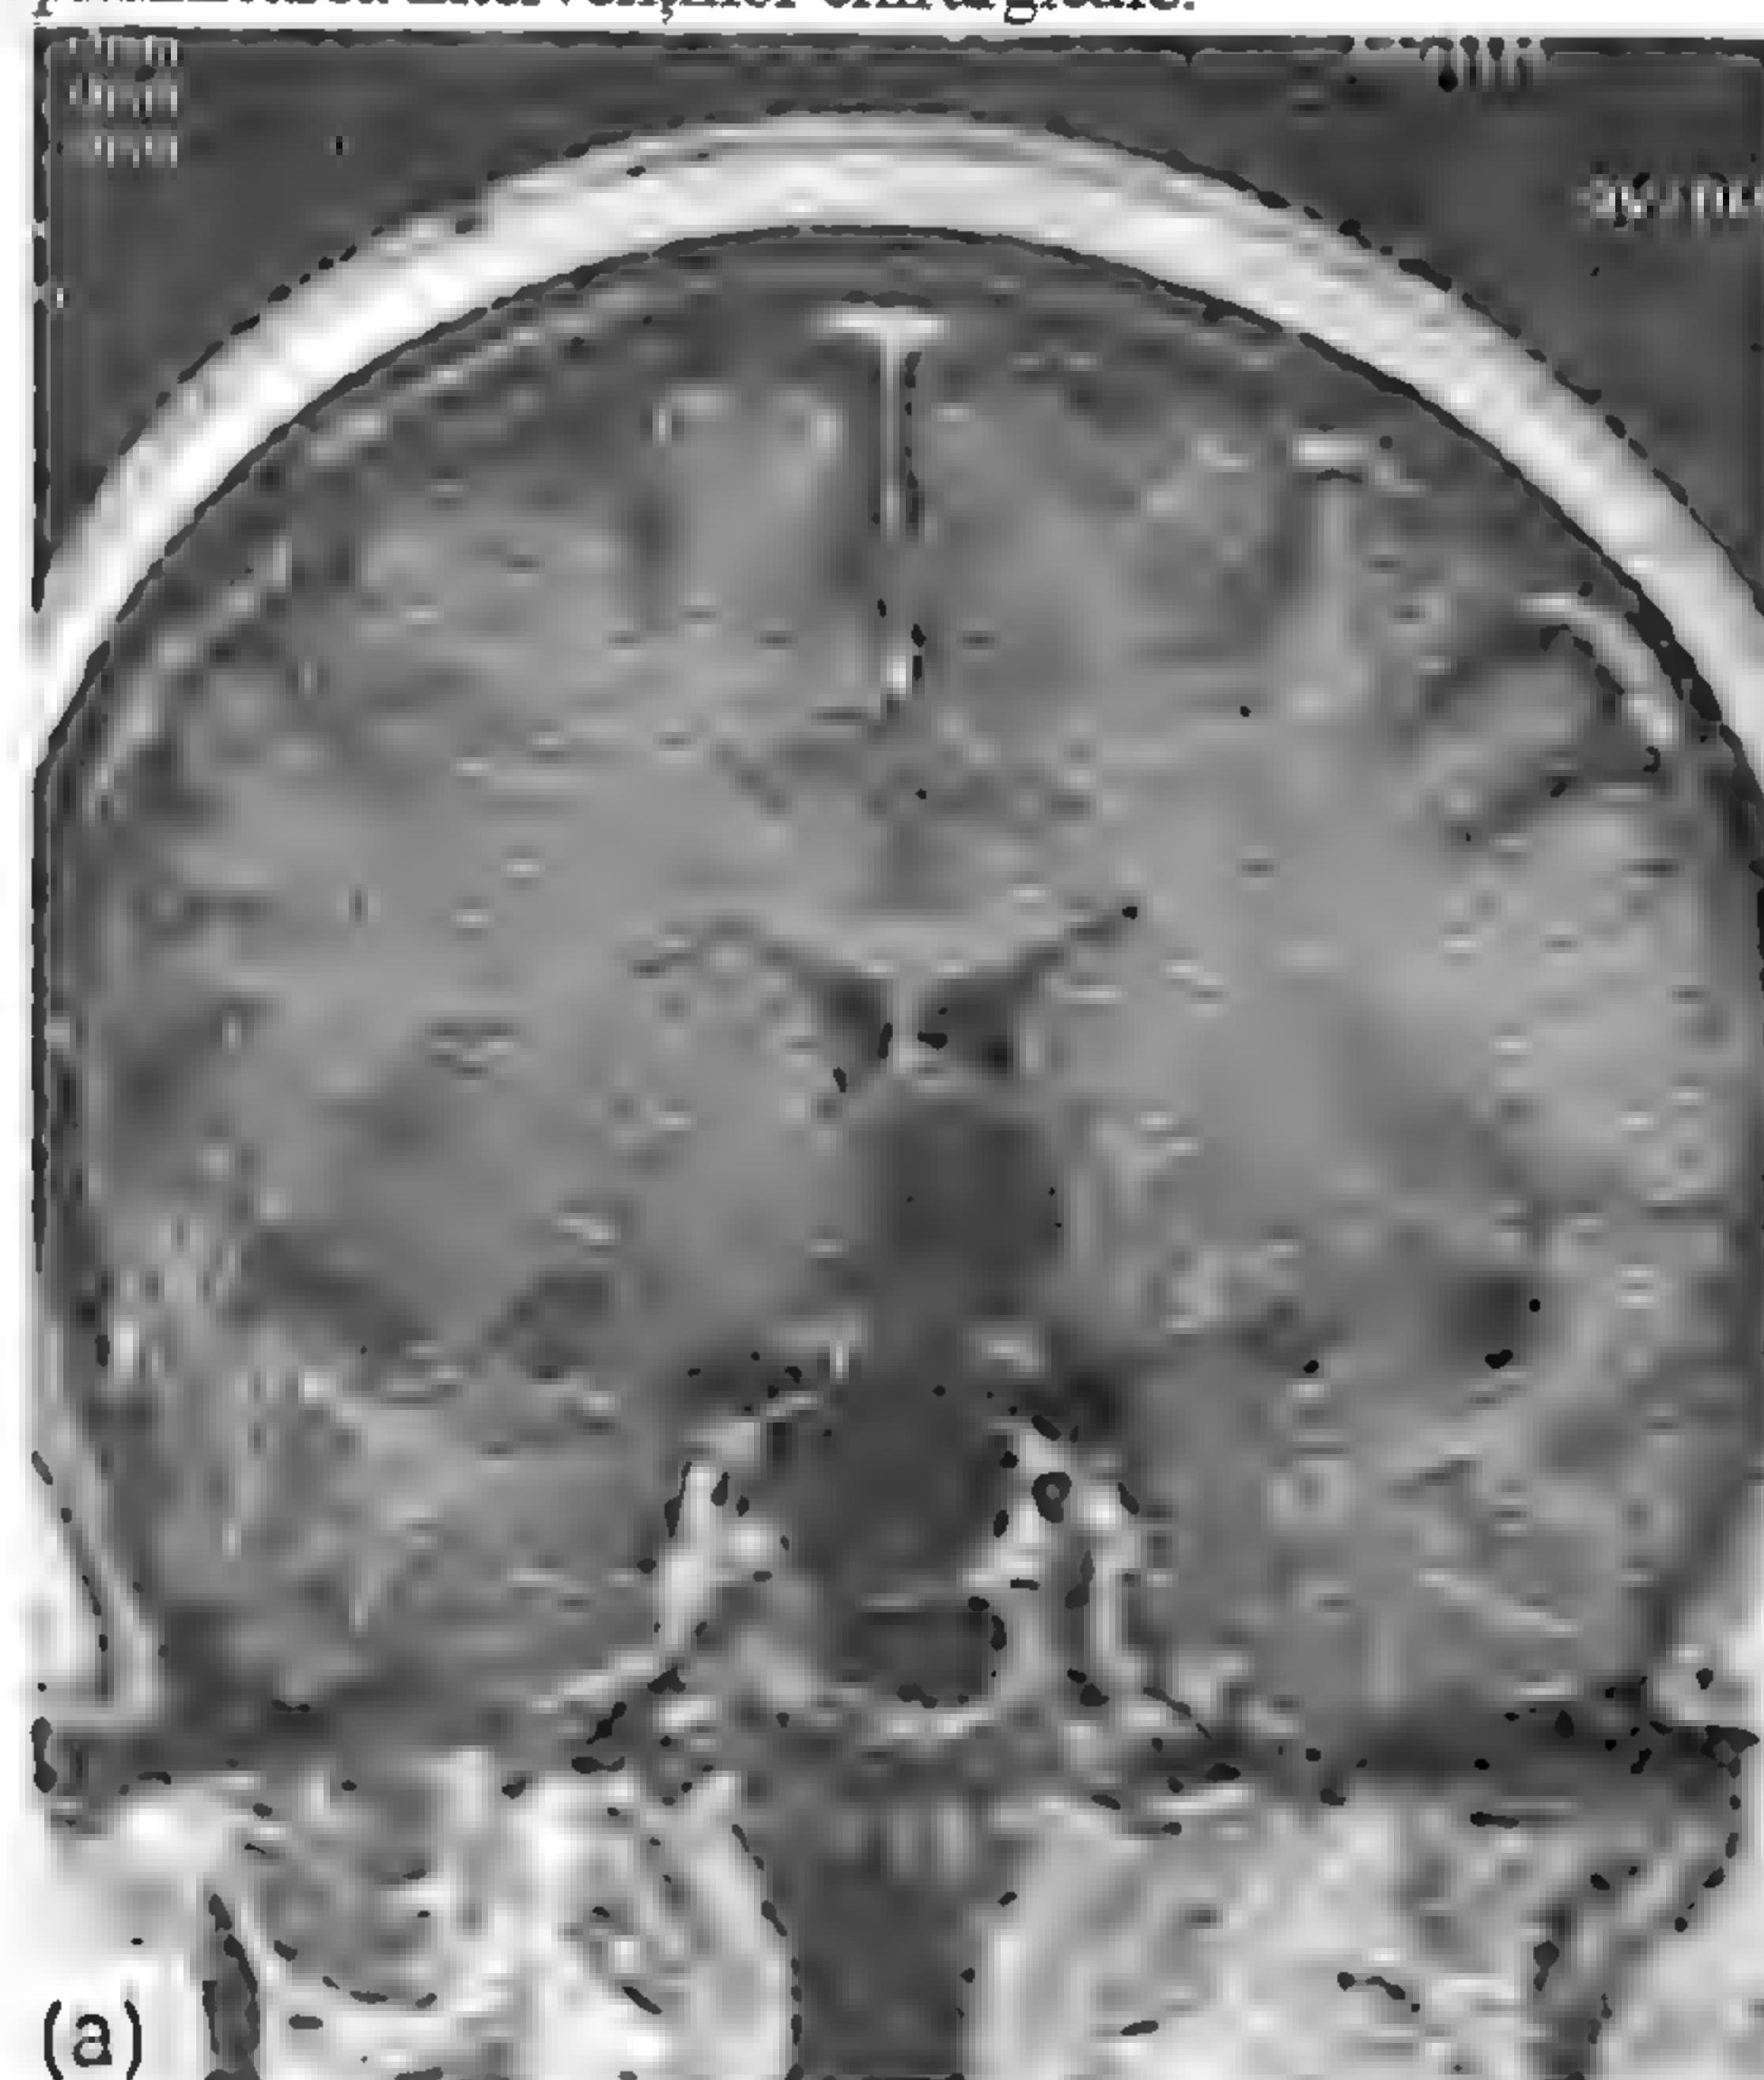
a* - Imagine RMN coronală în  $T_1$  la un pacient cu encefalită herpetică la debut (CT era normală). De notat semnalul scăzut în lobul temporal stâng. *b* - Imagine transaxială arătând o marcată schimbare de semnal în lobul temporal afectat.
